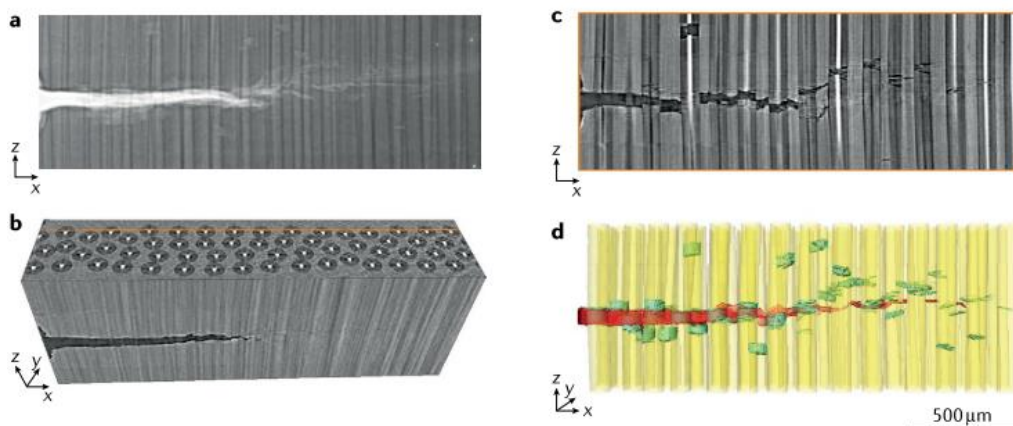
Tomografia computadorizada de uma falha num compósito monofilamentar. (a) radiografia; (b) tomografia reconstruído; (c) corte transversal virtual; (d) renderização final (adaptado de ⁵⁴).
